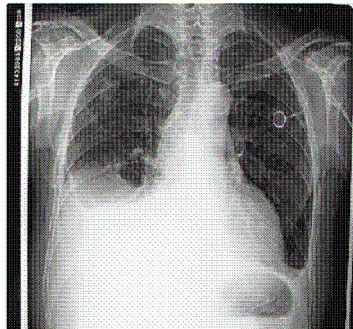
Chest X-ray of the patient on admission to the hospital
